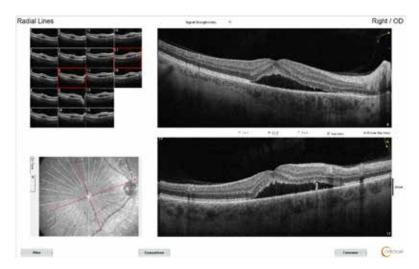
Пациент Х., 54 г. Оптическая когерентная томография макулярной зоны до лечения. МКОЗ 0,5
